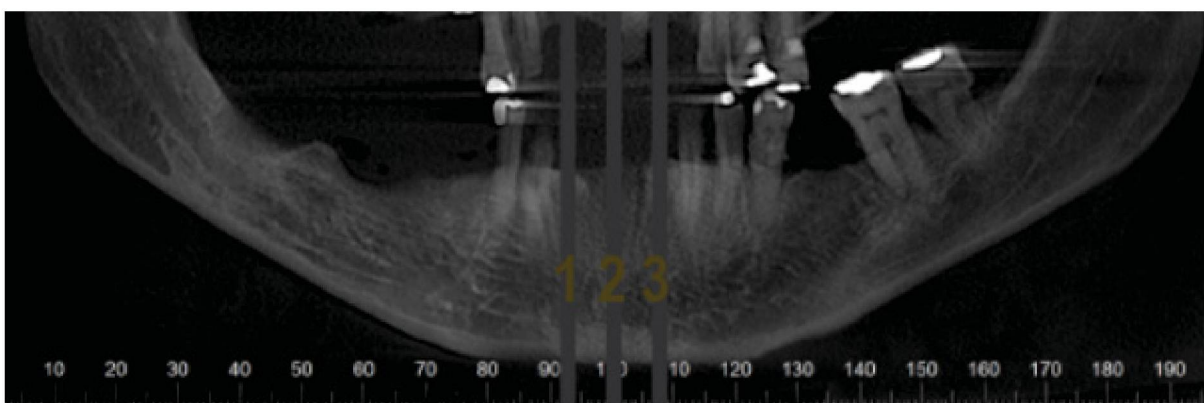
Radiografia panorâmica da condição inicial do paciente, com linhas marcadas com os números 1, 2 e 3 mostrando as regiões pré-determinadas para realização das medidas nos 6 tempos.
